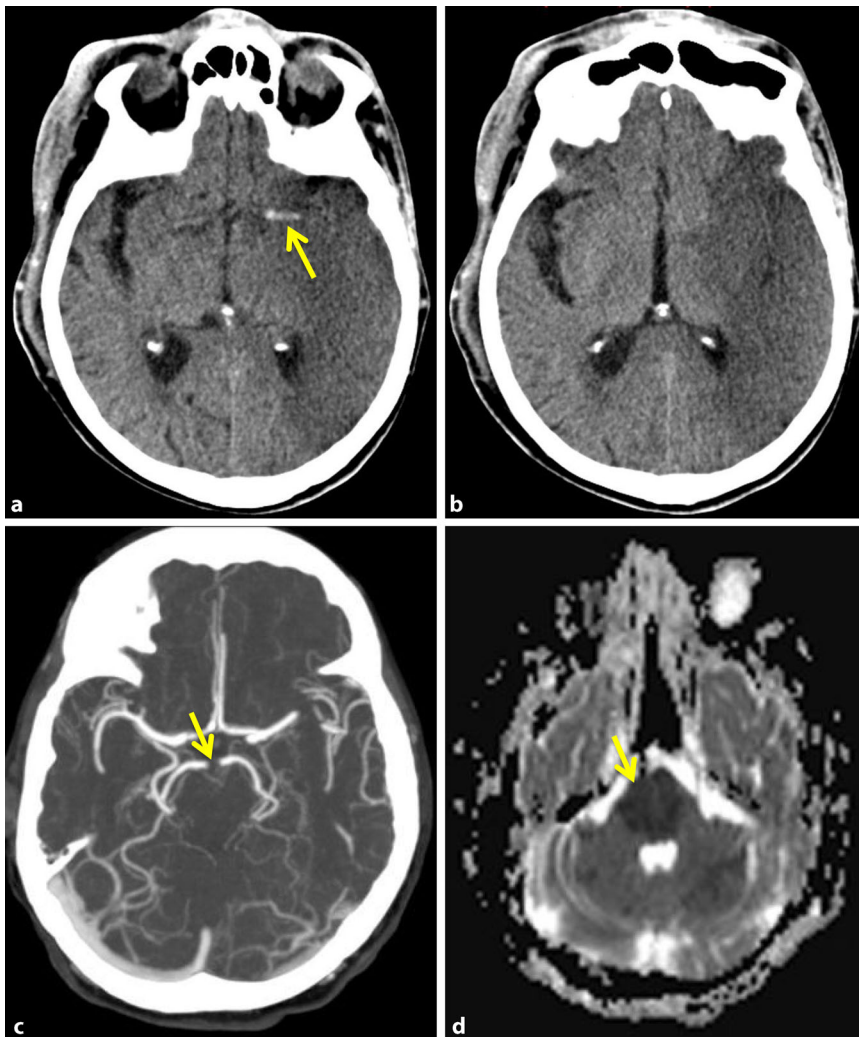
b ▲ CT-Schädelaufnahmen einer 88-jährigen Frau mit dem kompletten linken Mediaterritorium betreffender, homogen hypodenser Darstellung des Hirnparenchyms mit aufgehobener Differenzierung zwischen grauer und weißer Hirnsubstanz entsprechend einem kompletten Medialinfarkt links. Zudem Darstellung eines hyperdensen Mediazzeichens (Pfeil in a). Kein Hinweis auf eine intrazerebrale Blutung. c CT-Angiographie einer 73-jährigen Frau mit thrombotischem Verschluss des Basilariskopfs (Pfeil) und Wiederauffüllung der A. cerebri posterior über die Aa. communicantes posteriores. d Die diffusionsgewichtete MRT zeigt in der Apparent-diffusion-coefficient(ADC)-Parameterkarte einen ausgedehnten, diffusionseingeschränkten Ponsinfarkt (Pfeil) sowie kleinere embolische zerebelläre Infarkte beidseits
